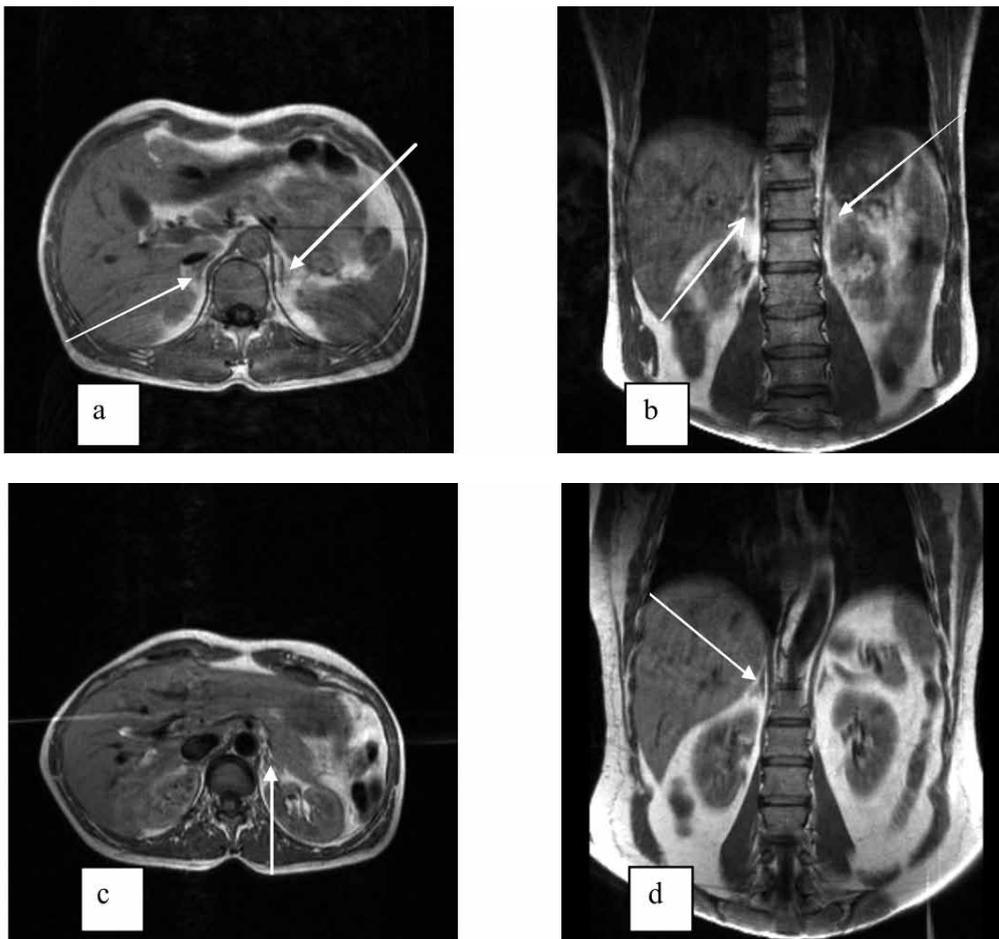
a – T1– аксиальное; b – T1 фронтальное сечение у пациента с аденопатией коры обоих надпочечников). На томограммах в корковом слое надпочечников имеются липидоподобные включения размером до 2 мм, несколько изменяющие ровность наружных контуров надпочечников, что хорошо видно как во фронтальных, так и аксиальных сечениях (отмечено стрелками). Явных узловых образований нет;
